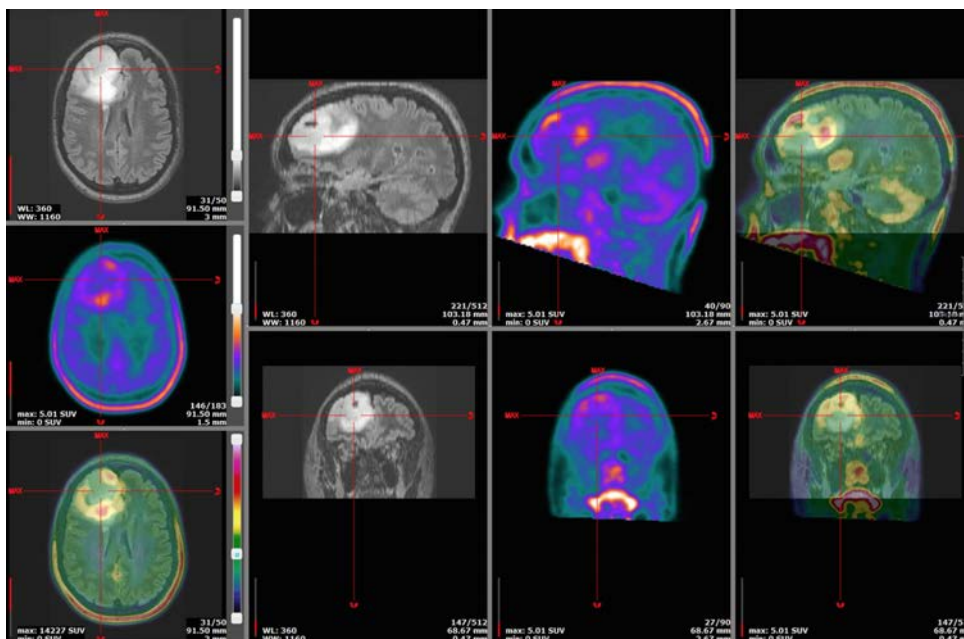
Coupe d’une IRM FLAIR, d’un TEP FDOPA et d’une fusion de ces deux modalités dans chacun des trois plans de l’espace (axial, sagittal, coronal).
